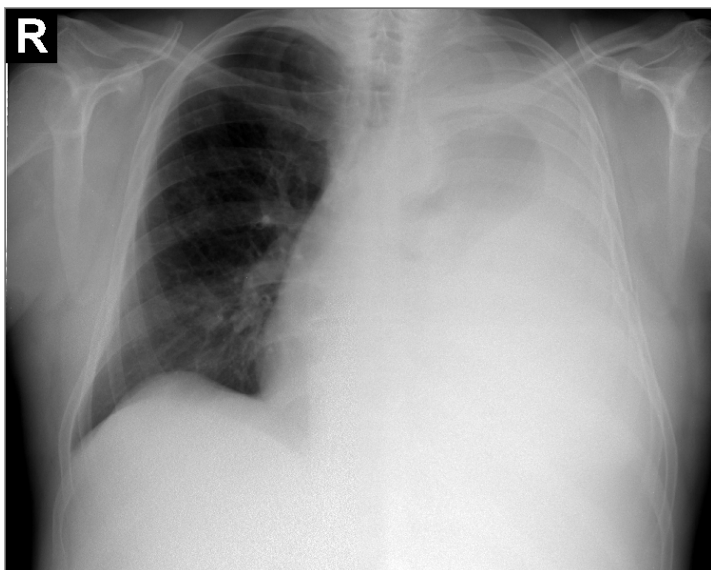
Radiografia pulmonară la prezentare.
